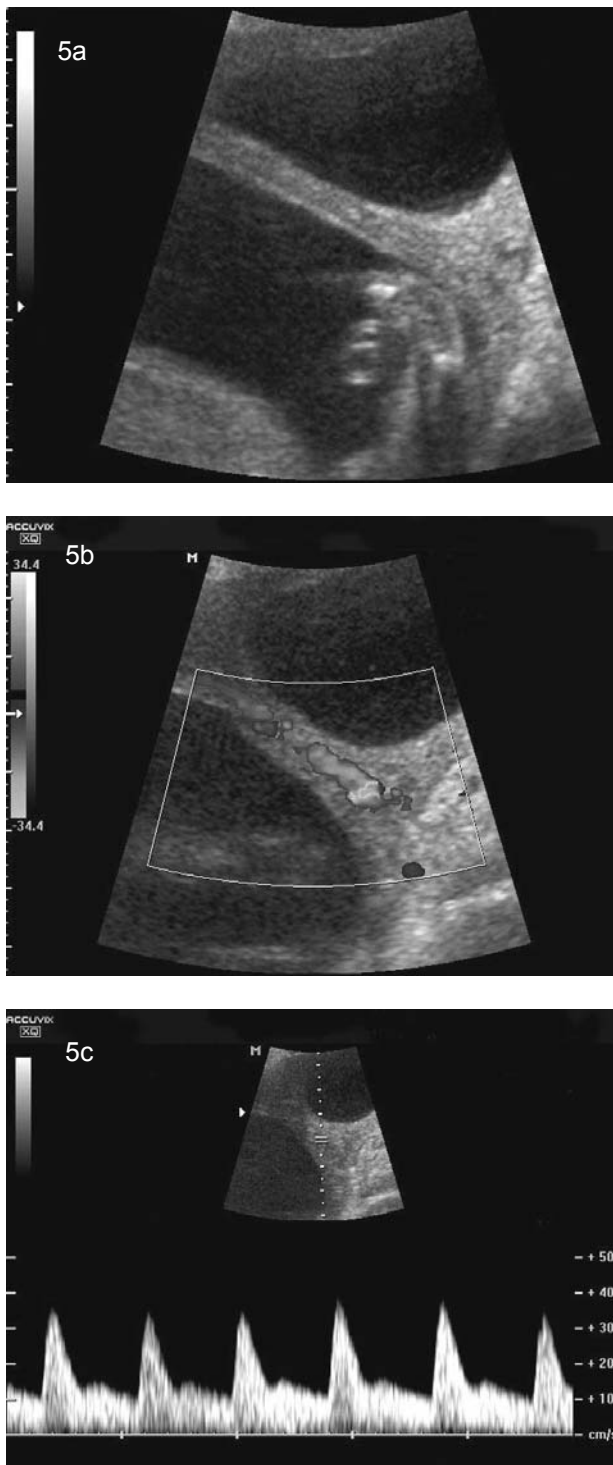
a) Sinequia uterina. b) Doppler color. c) Doppler espectral muestran vaso de origen materno en su interior.
